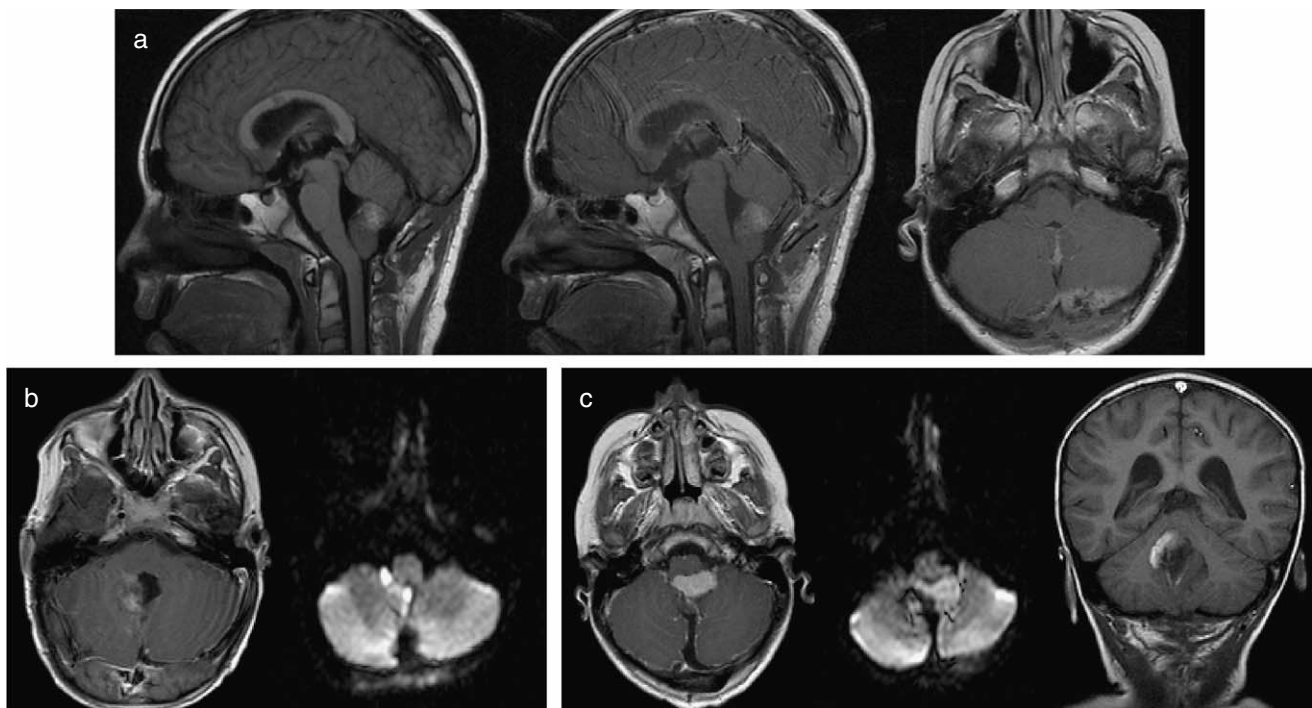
RM posquirúrgica inmediata, valoración del resto tumoral. Es uno de los factores pronósticos principales. a) Sin resto tumoral en RM de 48 h: a1, RM sagital T1 sin contraste, restos hemáticos recientes en área intervenida; a2, RM sagital T1 con contraste, no hay realce lesional en tumor que previamente realizaba; a3, RM axial T1 con contraste, no se evidencia masa ni realce en zona quirúrgica. b) Con resto tumoral menor de $1,5\text{ cm}^2$ en RM a las 72 h: b1, RM axial T1 con contraste; b2, restricción de la difusión del resto de meduloblastoma. Resto tumoral en forma de 2 nódulos milimétricos parlaterales derechos al lecho quirúrgico, se consideraron menores de $1,5\text{ cm}^2$ en conjunto. c) Con resto tumoral mayor de $1,5\text{ cm}^2$ en RM posquirúrgica temprana: c1, RM axial T1 con contraste; c2, restricción de difusión al mismo nivel; c3, RM coronal T1 con contraste. Las medidas del resto posquirúrgico superaban el límite de $1,5\text{ cm}^2$.
